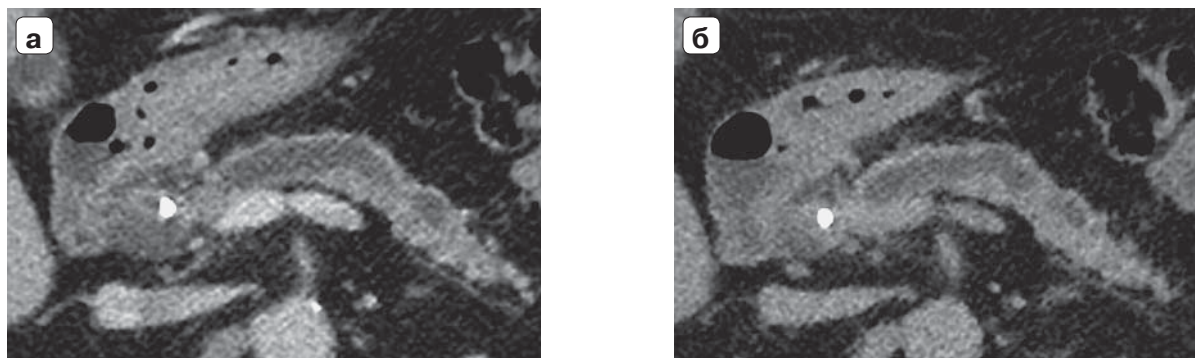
Компьютерные томограммы. “Твердая” ПЖ. Аксиальные изображения с контрастным усилением: а – венозная фаза; б – выделительная фаза.
